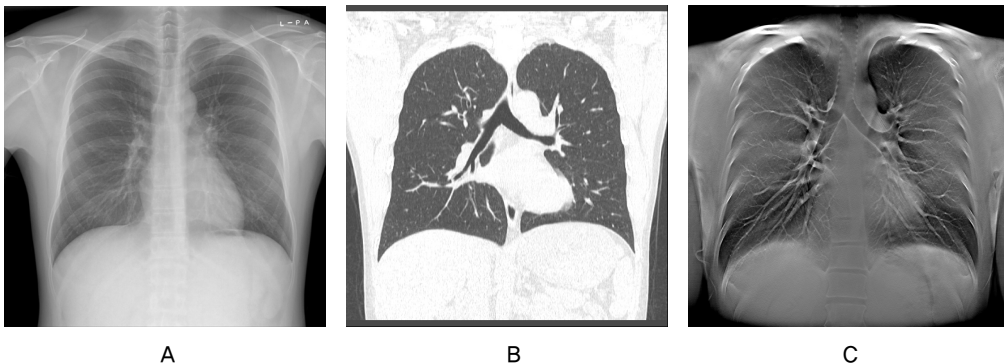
Simple radiograph(A), Low-dose CT(B) and Tomosynthesis(C) images taken for evaluations of chest examinations.
